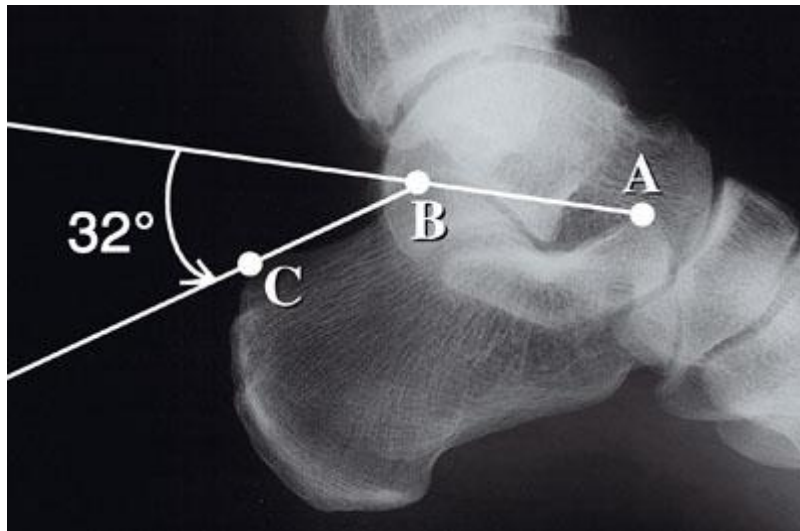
Mesure de l'angle de Bohler sur une radiographie de profil latéral strict d'un calcanéum sain. [56]
